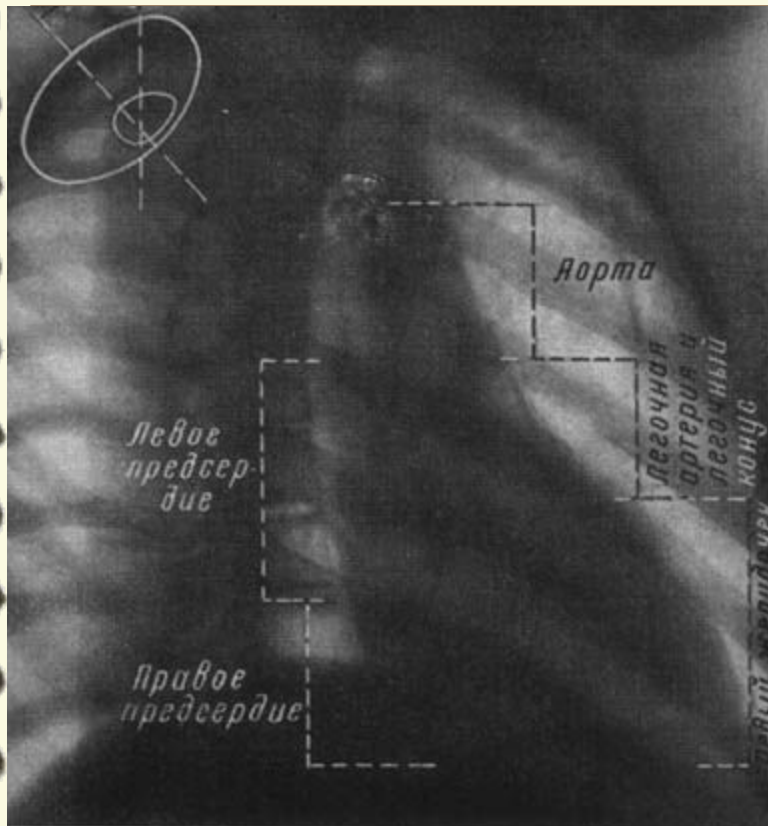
Важнейшие размеры сердечно-сосудистой тени на обзорной рентгенограмме.
